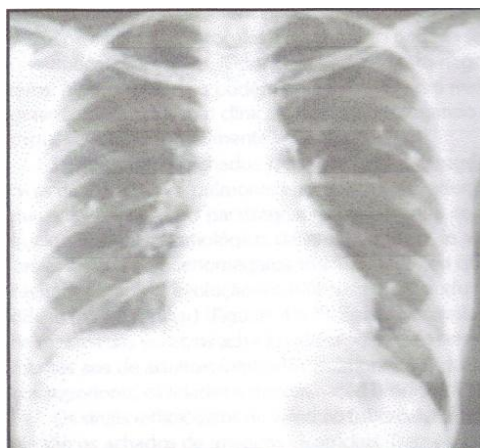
Tuberculose residual. A radiografia revela múltiplos nódulos calcificados associados a nódulos linfáticos também calcificados no hilo esquerdo (Capone, D. et al, 2006)
